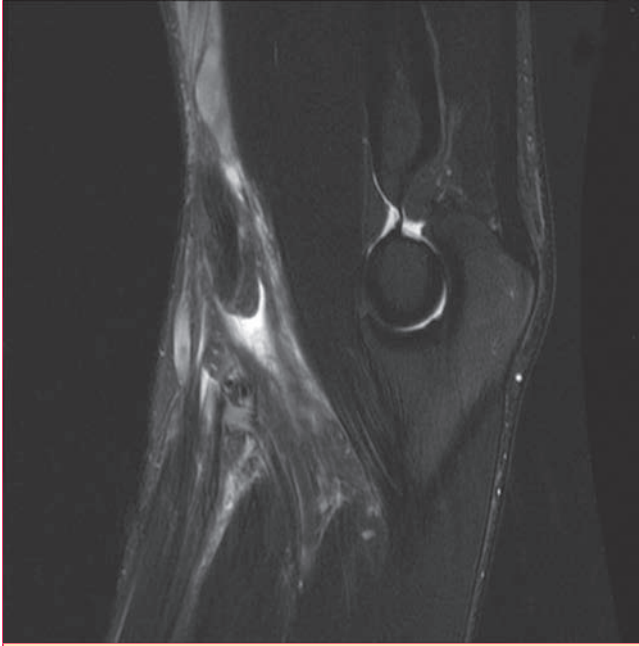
Imagen de resonancia magnética ponderada en T2 sagital con saturación de la grasa que pone de manifiesto una ruptura del tendón distal del bíceps por delante del braquial anterior, con edema a lo largo del trayecto de la lesión. (Cortesía del University of Southern California Department of Radiology, Los Angeles, California, Estados Unidos.)
